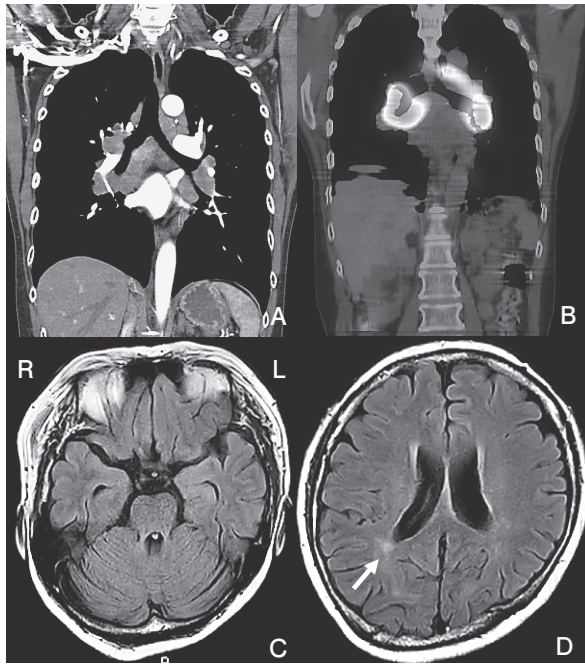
症例1 A：胸部造影CT，B：Ga シンチグラフィ，C-D：脳MRI 水平断，FLAIR 法
